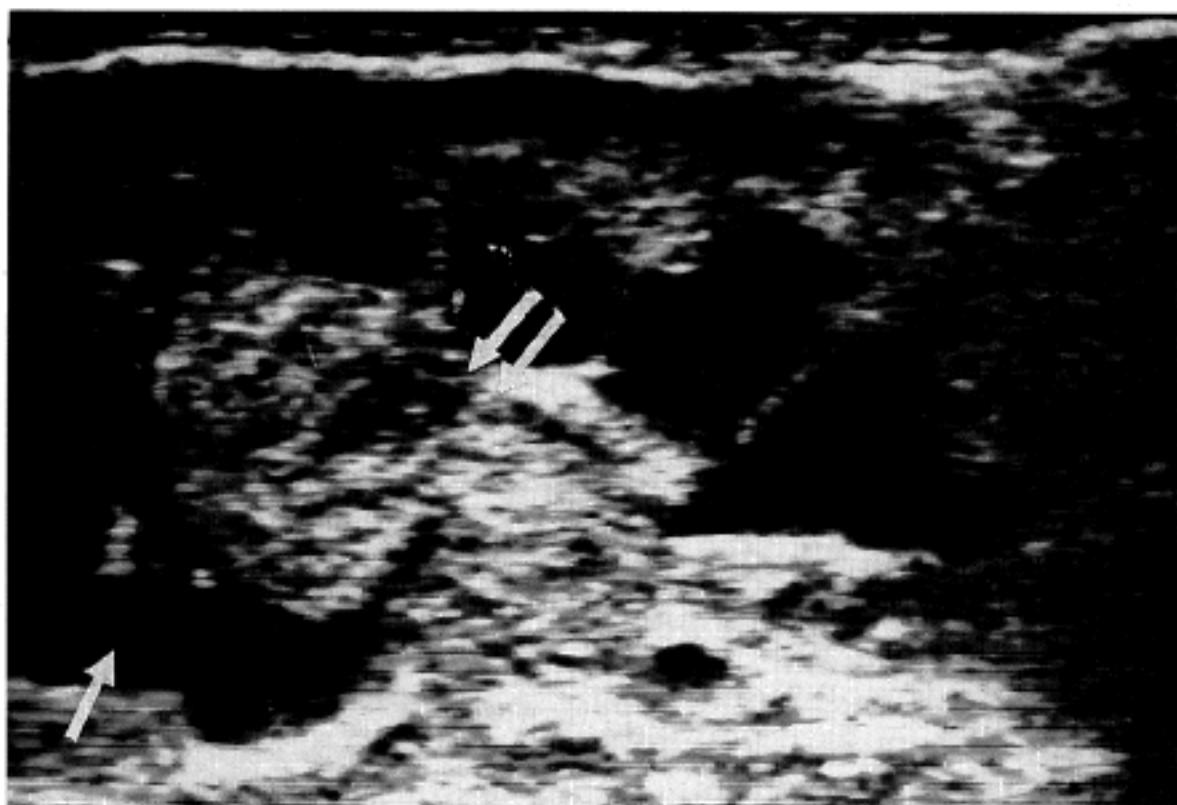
The sagittal section of ultrasonography shows a multiseptated cystic lesion at the upper pole with echogenic solid portion (arrow) extending to the renal pelvis (Double arrow).
